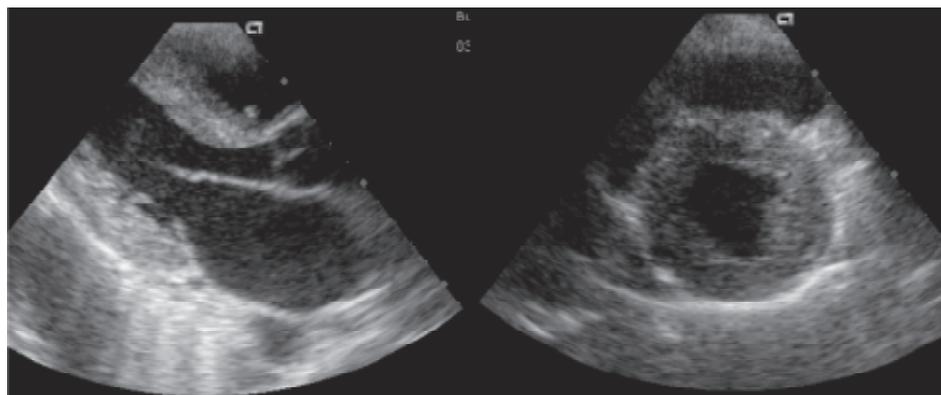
Ecocardiograma de ingreso. Se observa hipertrofia pronunciada, con patrón miocárdico tipo vidrio esmerilado, diámetros del ventrículo izquierdo conservados y dilatación de la aurícula izquierda.
